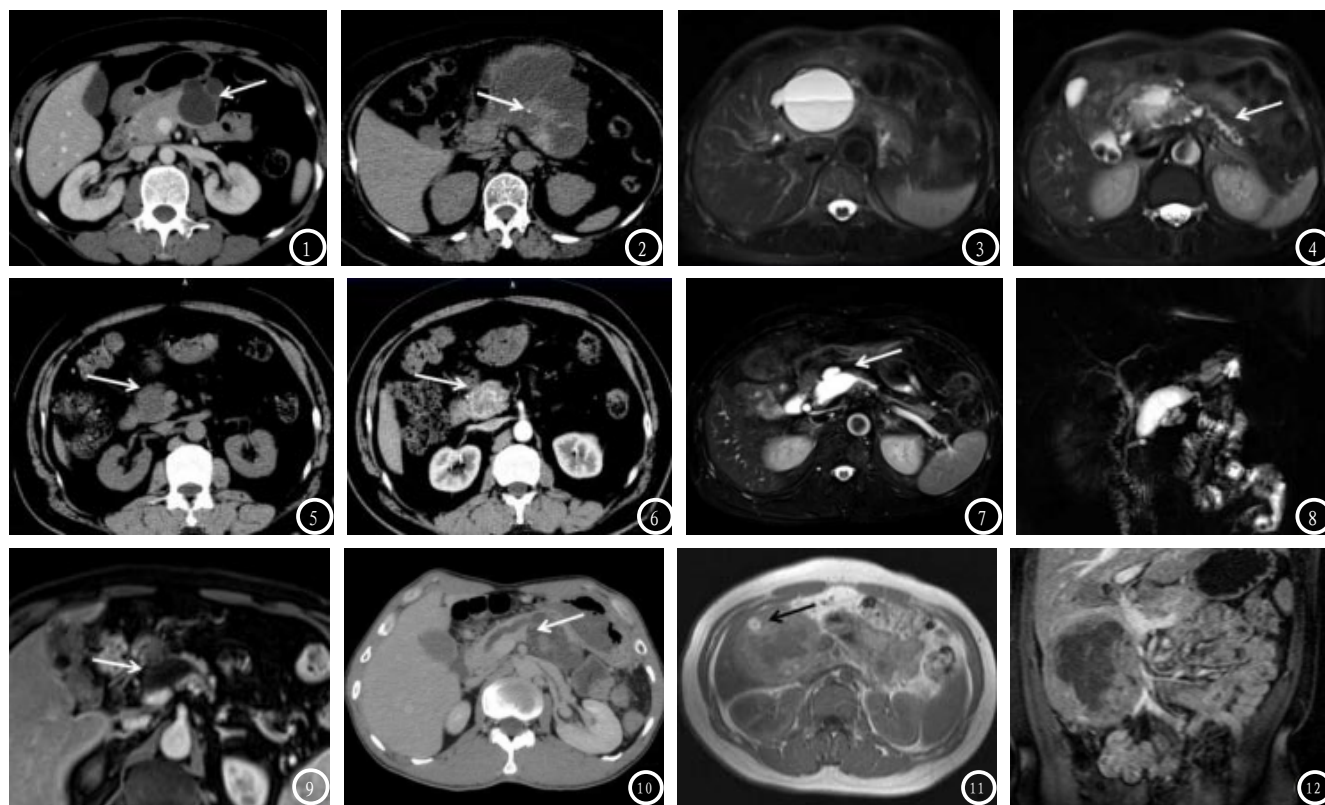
MCN CT增强示胰腺体部囊性占位,形态不规则,内多发分隔(→),分隔及囊壁呈中度强化。图2 MCN (伴相关浸润癌) CT平扫示胰腺体部巨大囊实性占位,囊壁及间隔可见结节影,间隔见钙化影(→)。图3-4 MCN (伴慢性胰腺炎),图3 T2WI示胰颈部囊性病灶占位;图4 (同病灶不同层面T2WI序列)胰腺实质萎缩,主胰管呈“串珠样”扩张(→)。图5-6 SCN (微囊型)。图5 CT平扫见胰头部不规则低密度影(→),呈分叶状,内可见多发细小分隔影;图6 (不同层面动脉期)分隔和囊壁不均匀明显强化。图7-9 IPMN (主胰管型),图7 T2WI见胰腺头颈部杵状指样囊灶(→);图8 MRCP示主胰管轻度扩张并与囊灶相通;图9 动脉期囊灶见附壁小结石轻中度强化(→)。图10 IPMN (分支胰管型伴高级别上皮内瘤变) CT增强门脉期,胰腺体尾部见囊实性占位,囊灶内实性成分及囊壁中度强化(→)。图11-12 SPN,图11 T1WI示 胰腺头部椭圆形混杂长T1信号,内可见短T1信号出血灶(→);图12 冠状位增强扫描见实性成分不均匀明显强化。
